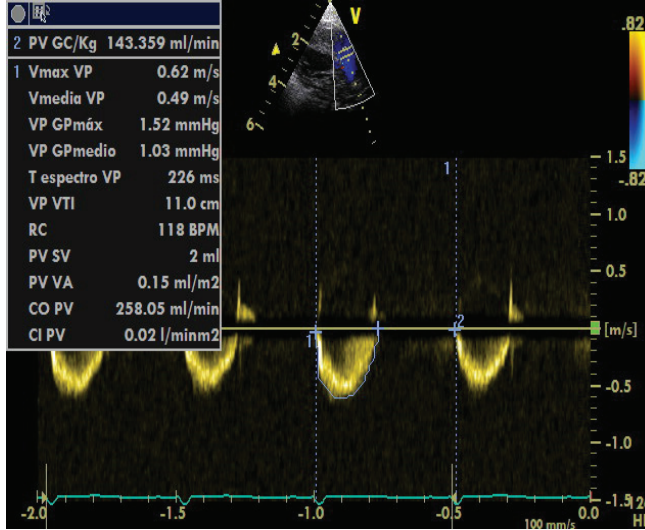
Medida del GCD. Estimación de la velocidad de flujo a través de la AP en un eje corto precordial. El volumen de muestra se sitúa justo distal a la válvula pulmonar en el centro de la misma. Se mide con Doppler pulsado la velocidad de flujo a través de la AP y por planimetría se traza la onda de la velocidad de flujo sistólico. Así se calcula la integral de la velocidad en el tiempo que en este caso es de 0,11 m. El cálculo del GCD con un diámetro de la AP de 5,46 mm fue de 143 cc/kg/min.
